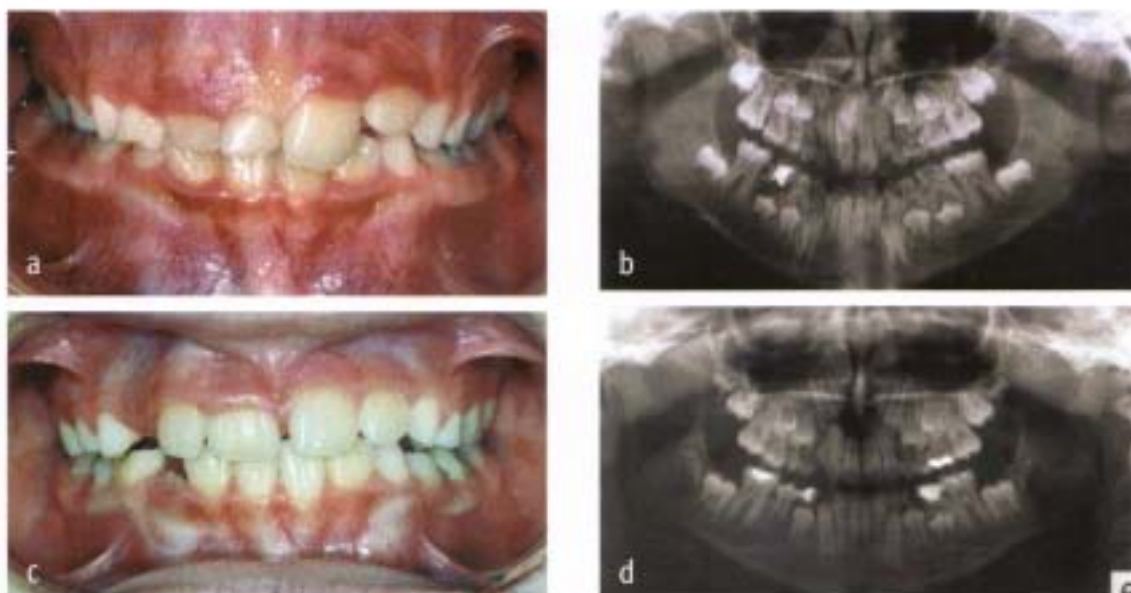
a – decalaj de erupție la nivelul incisivilor superiori, cu persistența pe arcadă a 51,52 – la o pacientă de 8 ani. Pe ortopantomogramă se observă prezența dintelui supranumerar în zona incisivului lateral dreapta; b – la 9 ani, erupția pe arcadă a incisivului lateral din seria normală. Rămâne în incluzie dinte supranumerar. (cazuistica Dr. M. Popescu)
